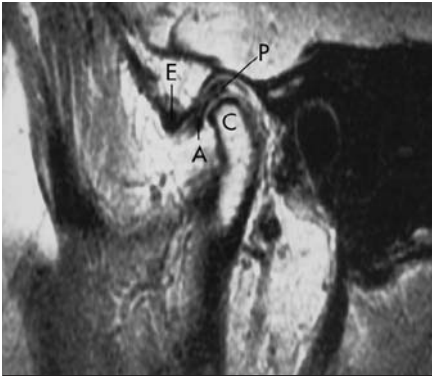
Imagem de RMN da ATM, numa incidência sagital oblíqua; E – Eminência articular; A – Banda anterior do disco; P – Banda posterior do disco; C – Côndilo mandibular.
